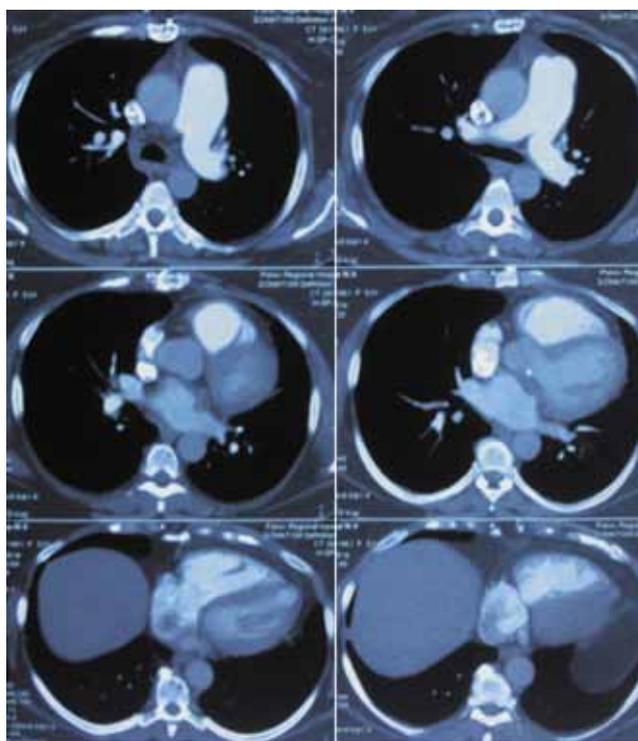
МСКТ грудной клетки до первой операции
